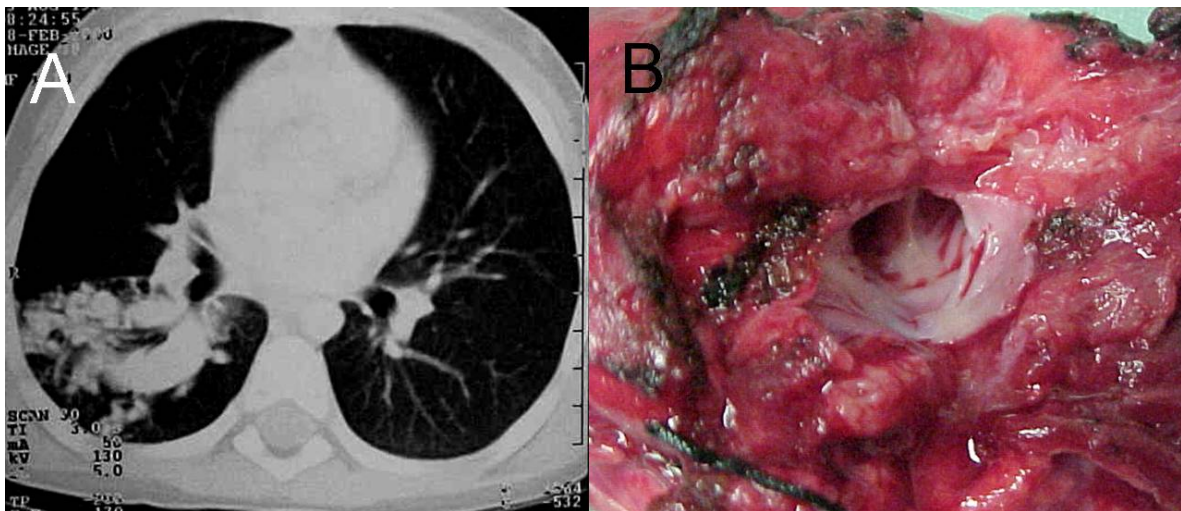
A: tomografia computadorizada de tórax demonstrado área com aumento de calibre de vasos pulmonares e áreas de anastomoses artério venosas. B: peça cirúrgica evidenciando área de fístula arterio venosa pulmonar.
